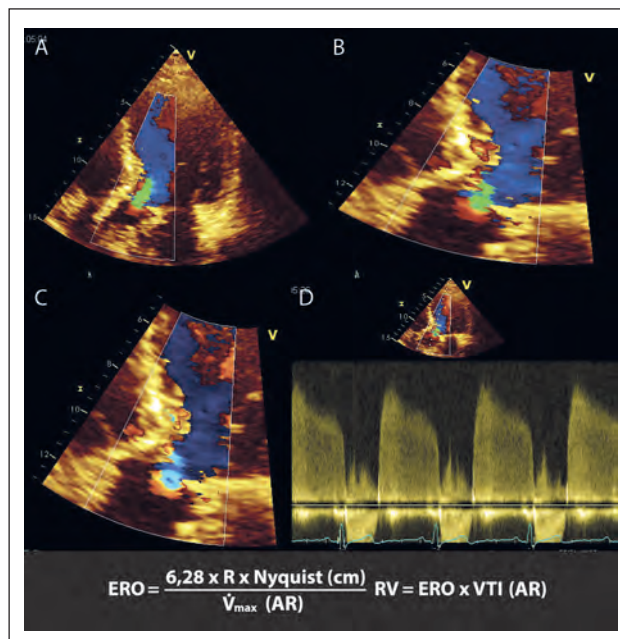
PISA- (Konvergenz-) Methode bei AR. Darstellung der AR (A) im Fünfkammerblick, (B) Zoom, (C) Anheben der Nulllinie und Messung des Radius, (D) Messung der AR mit CW-Doppler.
